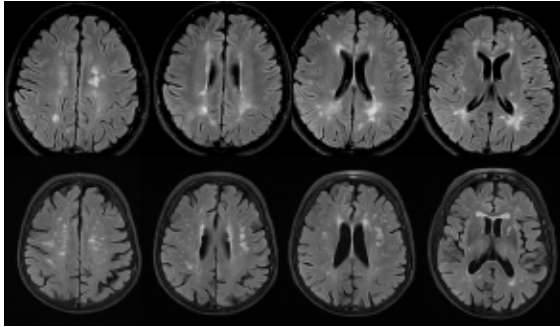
Seqüències ponderades en T2-FLAIR obtingudes en un pacient amb EM (fila superior) i en un pacient amb migranya (fila inferior). S'observen les diferències en la distribució lesional entre ambdós pacients: afecció predominant de la substància blanca periventricular posterior en el pacient amb EM, i de la substància blanca subcortical anterior en el migranyós.
